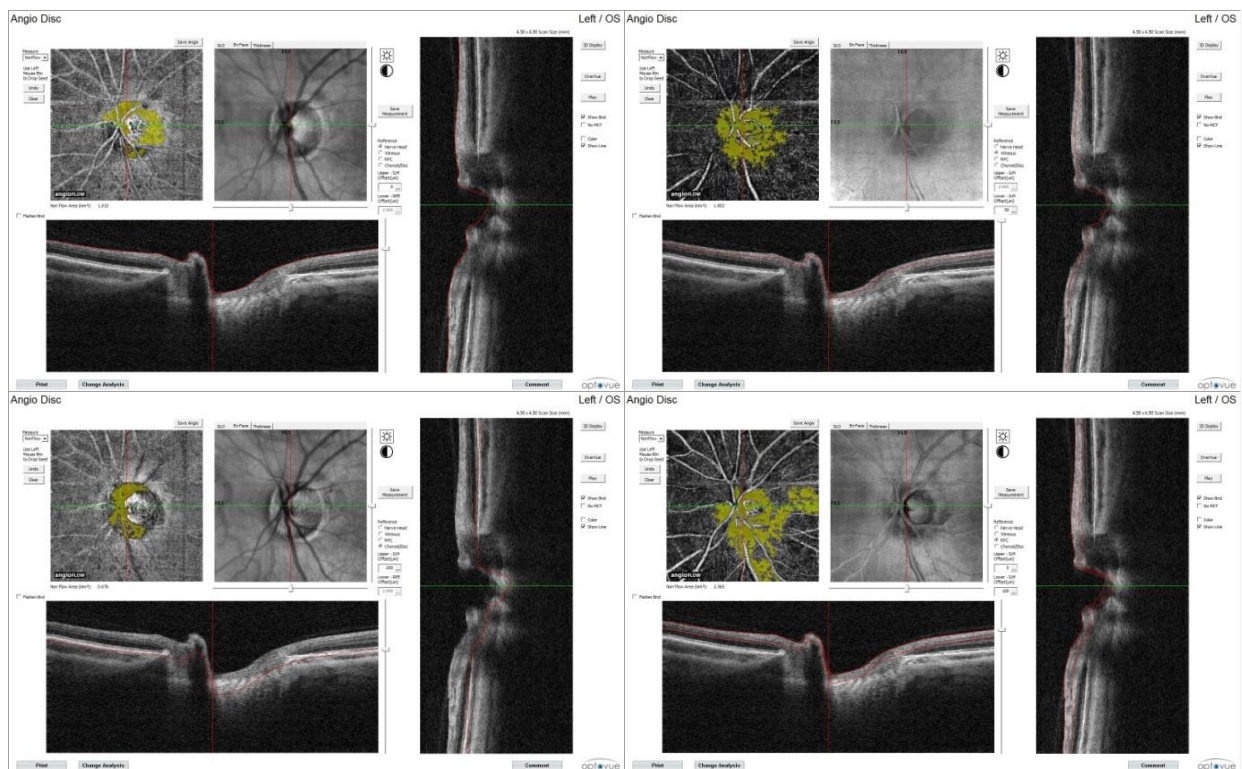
Протоколы исследования неперфузируемых зон ДЗН левого глаза пациентки Ш.
